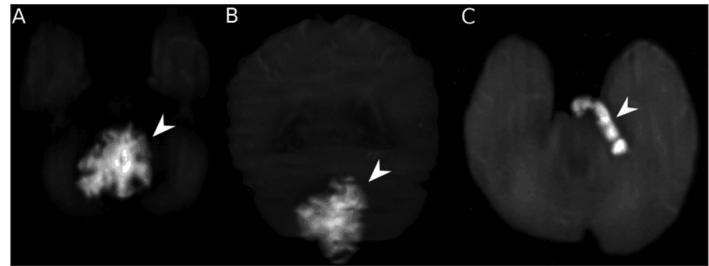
HASTE DWI. Axial (A) and coronal (B) HASTE-DW images of patient 1. Axial HASTE DWI of patient 2 (C)
